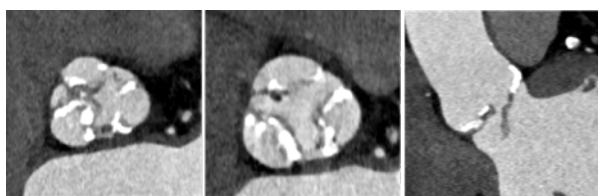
Examinare angio CT cardiacă, cu evidențierea afectării morfologiei valvei aortice
